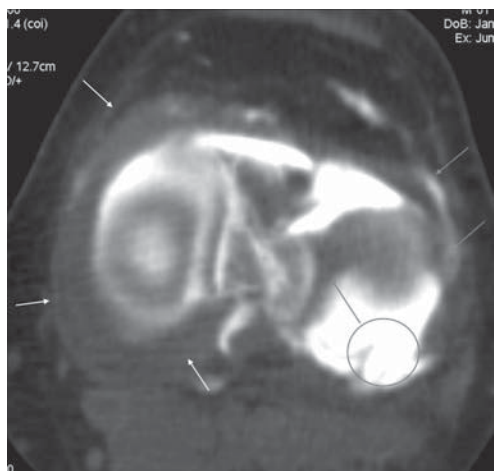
КТ-артрография пациентки 50 лет. Парааксиальная реконструкция в плоскости менисков. Визуализируется интактный медиальный мениск (белые стрелки), разрыв латерального мениска по типу «ручки лейки» с отрывом и дислокацией заднего рога в центральные отделы сустава (красные стрелки).
